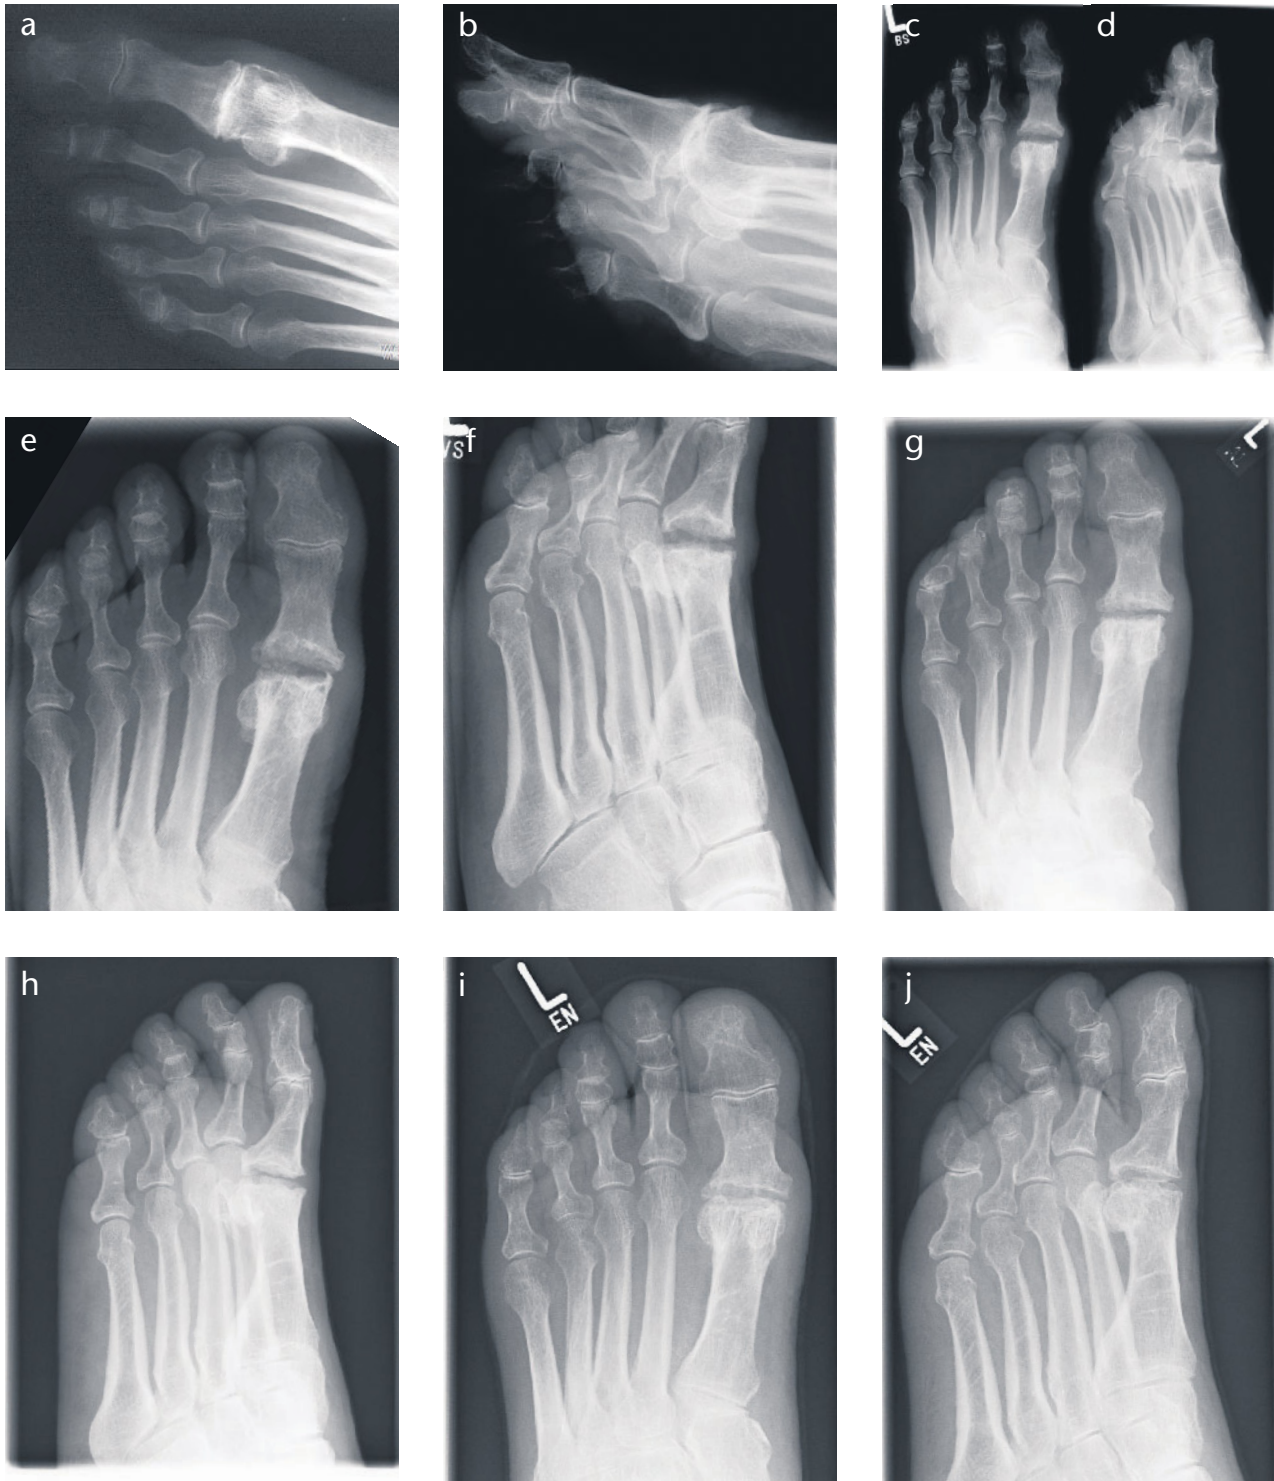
Röntgenverlauf eines Patienten 10 Jahre nach der Implantation eines Scaffolds am Großzehengrundgelenk: präoperativ, 1 Jahr, 2 Jahre, 5 Jahre und 10 Jahre postoperativ, a-b) präoperative Röntgenbilder, c-d) ein Jahr postoperativ, e-f) 2 Jahre postoperativ, g-h) 5 Jahre postoperativ, i-j) 10 Jahre postoperativ.
